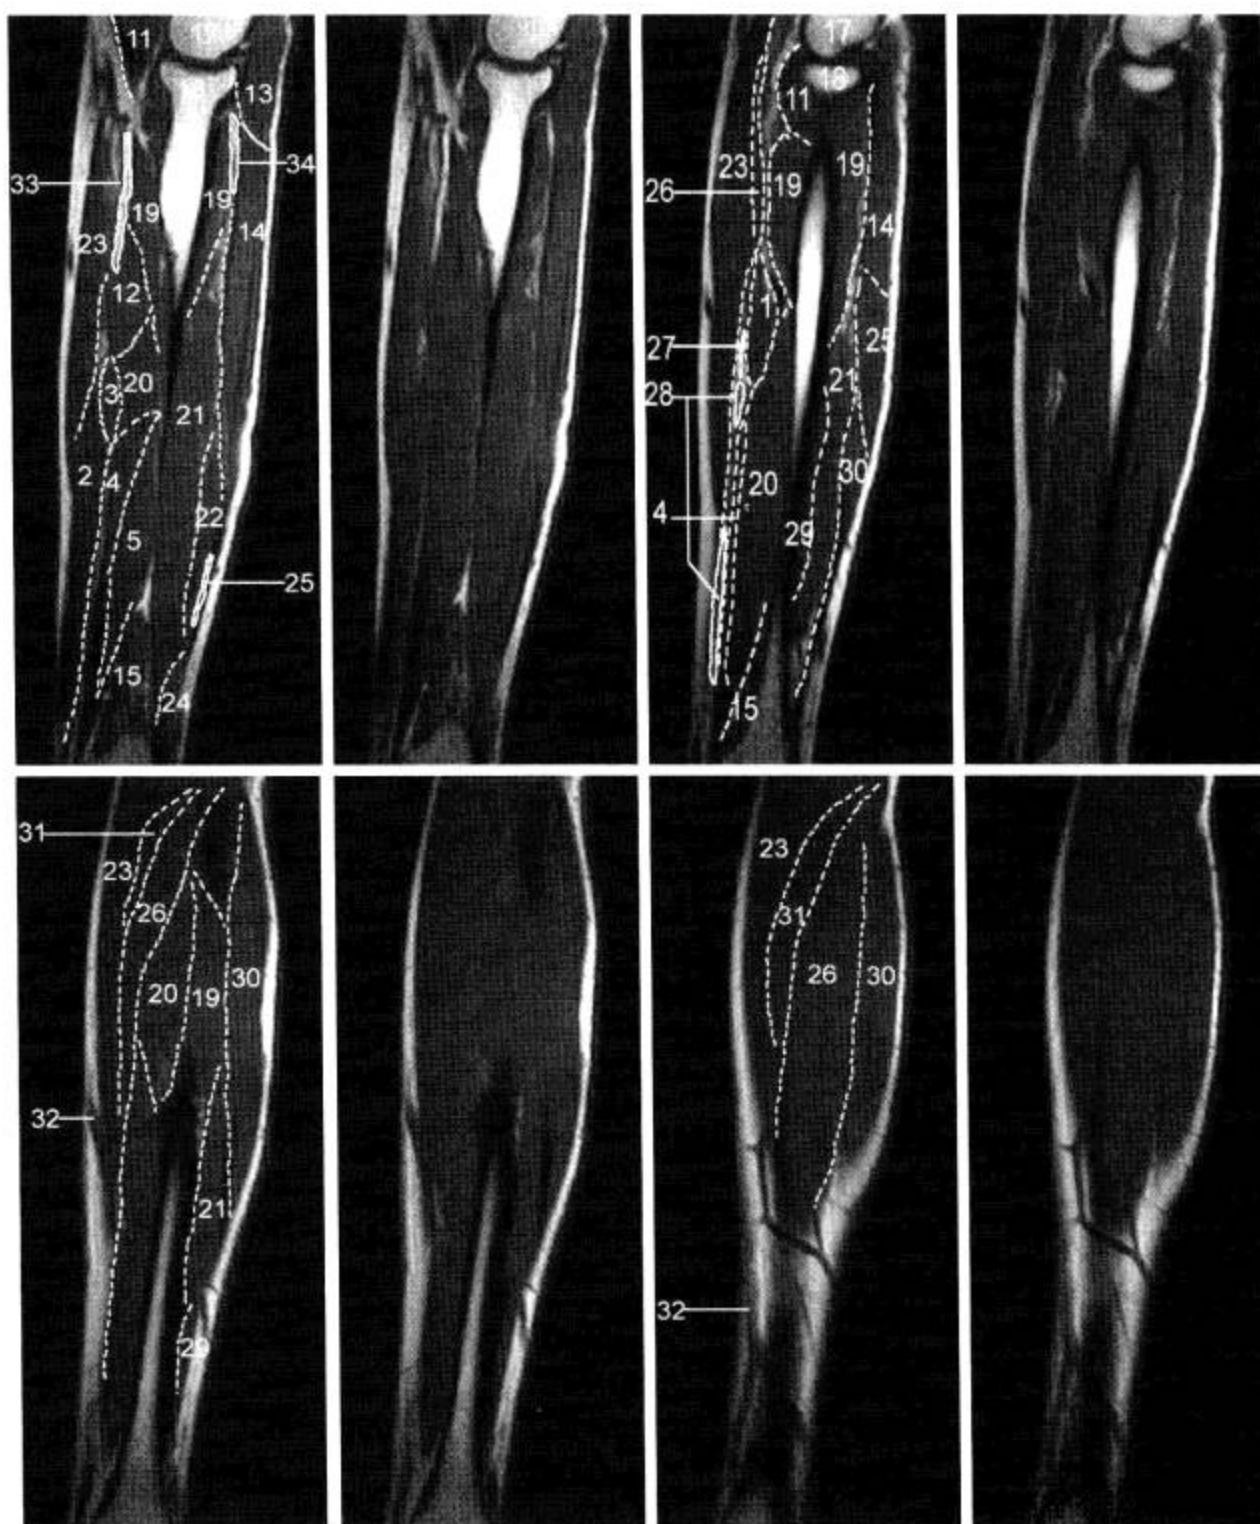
前臂 MRI 矢状面 (T<sub>1</sub>WI, 抑脂 T<sub>2</sub>WI)
